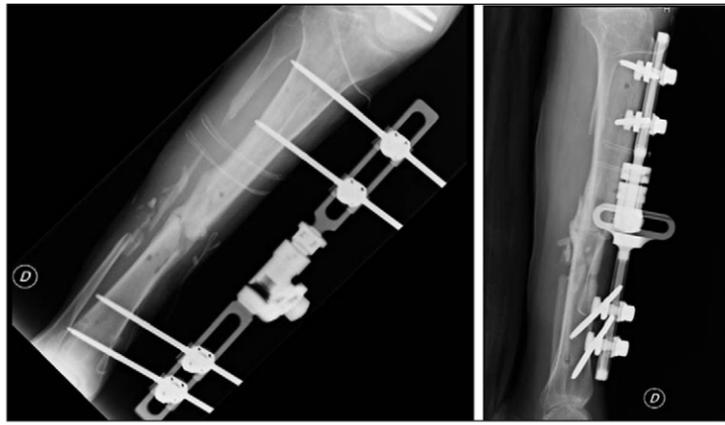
Immagini radiografiche successive alla rimozione del chiodo endomidollare e posizionamento del nuovo fissatore esterno
